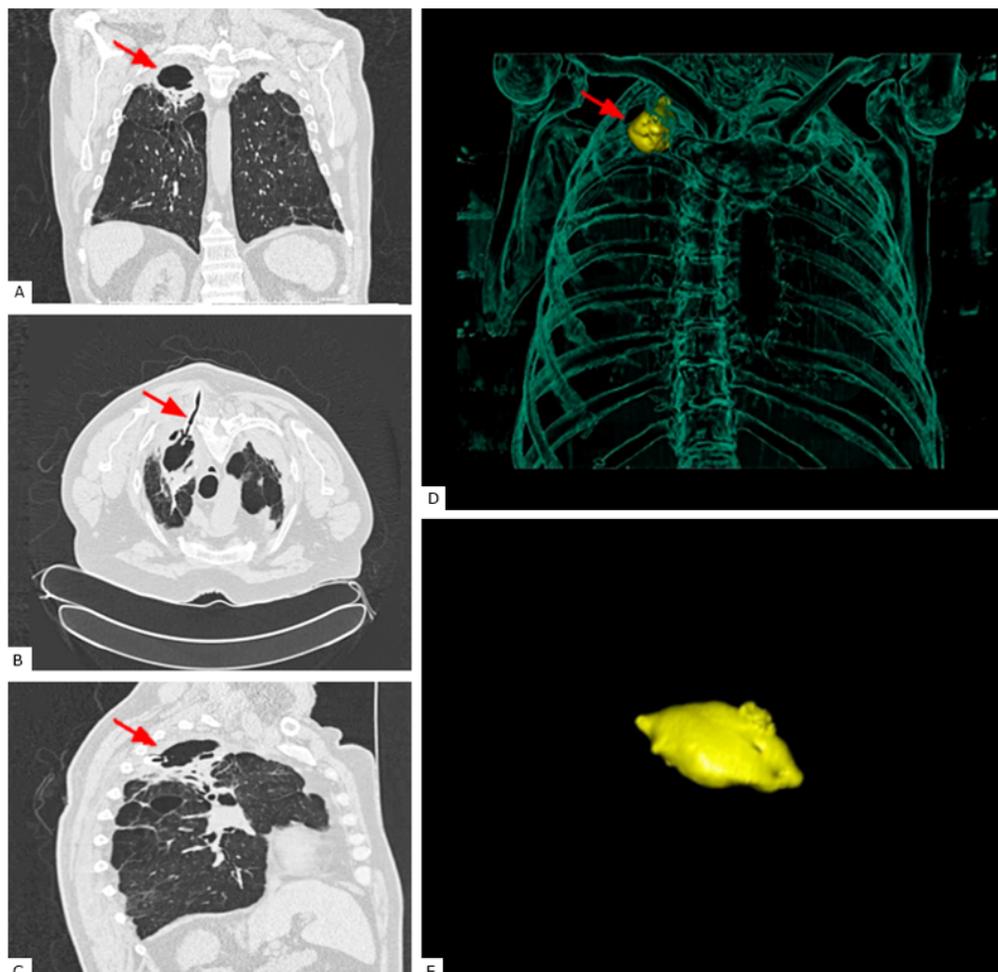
A, B y C. TAC de tórax con reconstrucciones coronales y sagitales y vistas axiales donde se evidencia la notable disminución de la bula luego de realizado el drenaje percutáneo o técnica de Monaldi (A y C) mediante sonda de drenaje (B). C y D. Volumetría por reconstrucción 3D de la lesión con valor de 25,6 ml.
